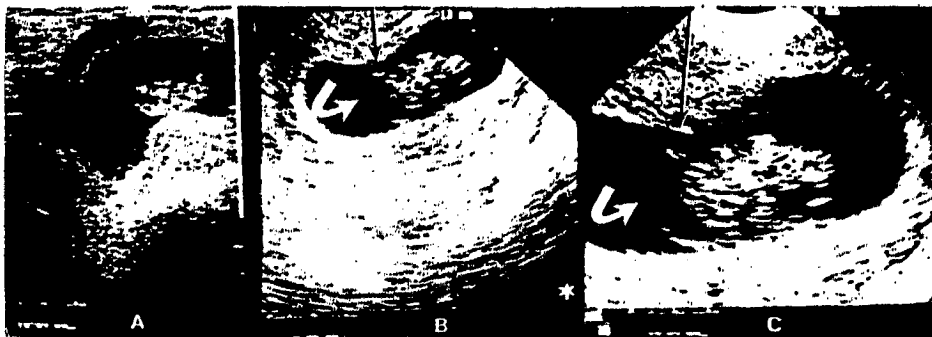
A: ultrasonido transabdominal en un feto de 8 semanas. B y C: el mismo feto visto con la técnica endovaginal, notese la mejor resolución del saco vitelino y el amnios.
